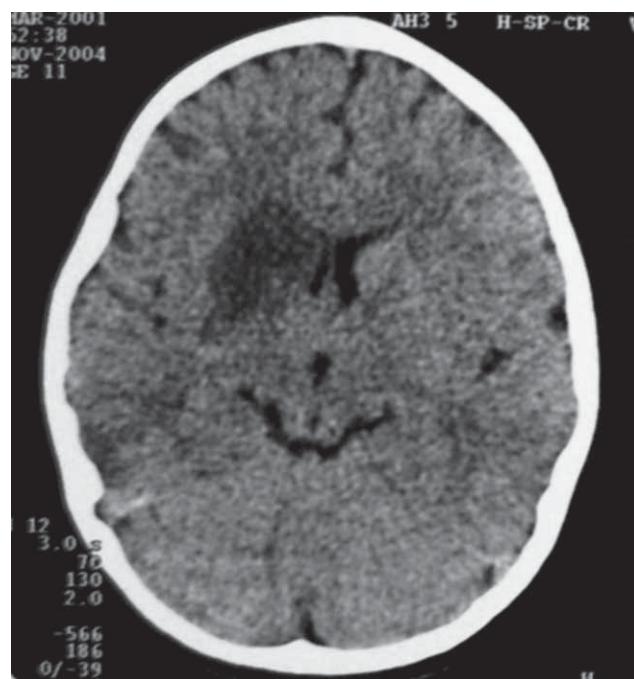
CT cerebral – hipodensitate intranucleară dreaptă cu interesare palido-putamenală și a brațului anterior al capsule interne drepte, cu efect de masă asupra ventricului lateral drept
